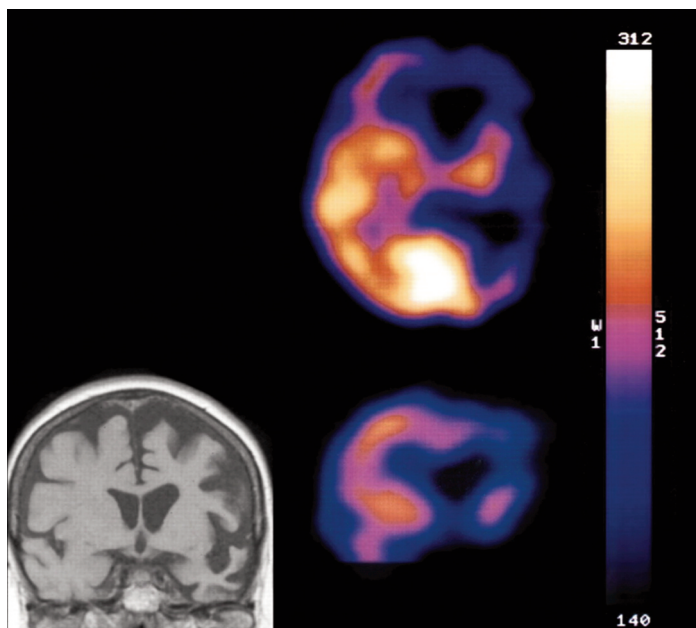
Imágenes obtenidas mediante las técnicas de neuroimagen en un individuo diagnosticado de DLFT asociada a mutaciones en GRN. La imagen de la izquierda es una sección coronal obtenida por MRI y la de la derecha es una sección transaxial y otra coronal obtenida con el SPECT. Se observa una atrofia asimétrica más predominante en el lóbulo izquierdo del cerebro y baja perfusión en los lóbulos frontal y temporal. Tomado de (Snowden, *et al.*, 2006).
